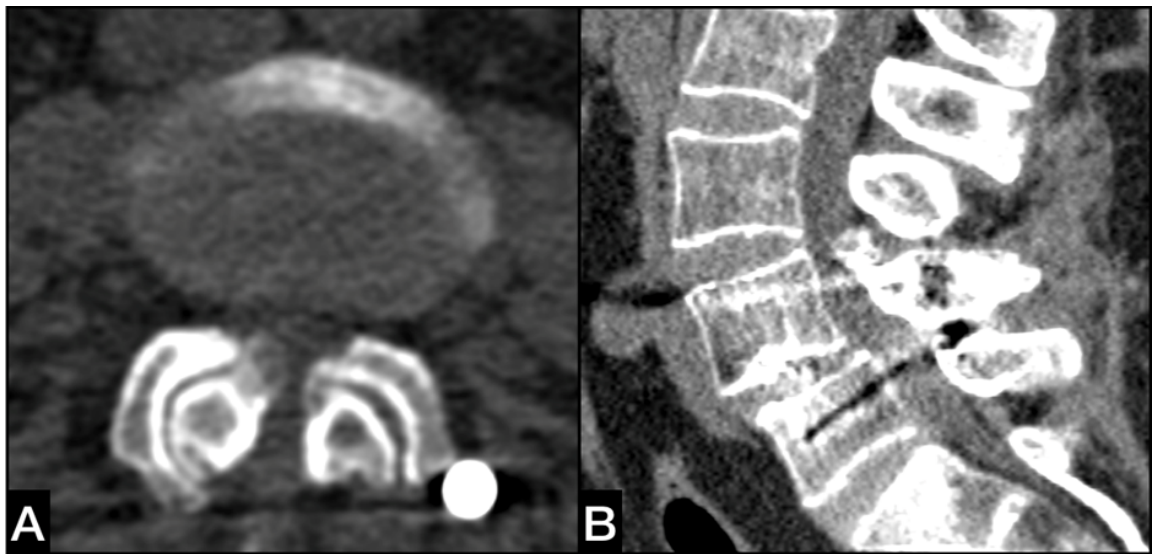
КТ исследование пациентки 63 лет через 13 месяцев после спондилодеза $L_{IV}-L_V$. Стеноз позвоночного канала на уровне $L_{III}-L_{IV}$ за счет гипертрофии суставов с гипертрофией оссификацией желтой связки (А), при незначительных изменениях в межпозвонковом диске с сохранением высоты, отсутствием остеофитов и вакуум феномена (В)
